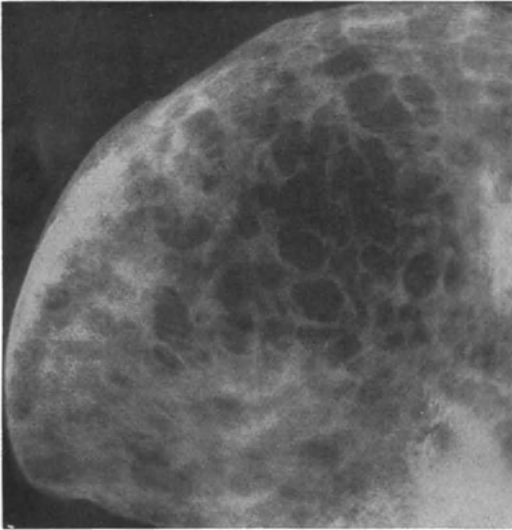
Zahlreiche den Knochen zerstörende Myelomknoten einer Beckenschaukel (Röntgenbild). (S.R.).
